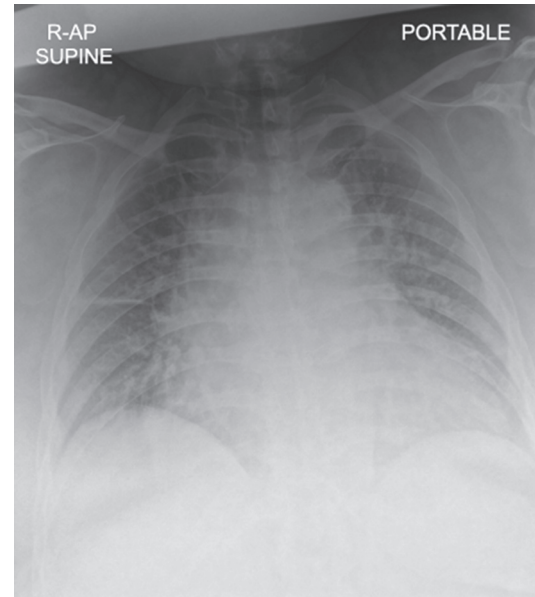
Initial portable chest radiograph demonstrates cardiomegaly with perihilar interstitial opacities.
